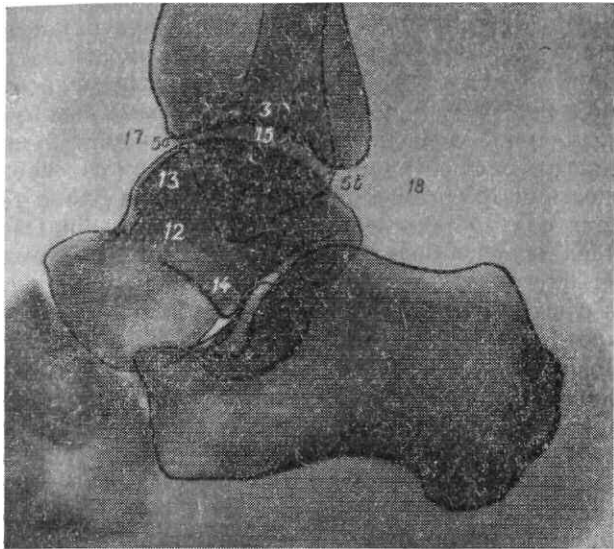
Рентгенограмма голеностопного сустава в боковой проекции.
